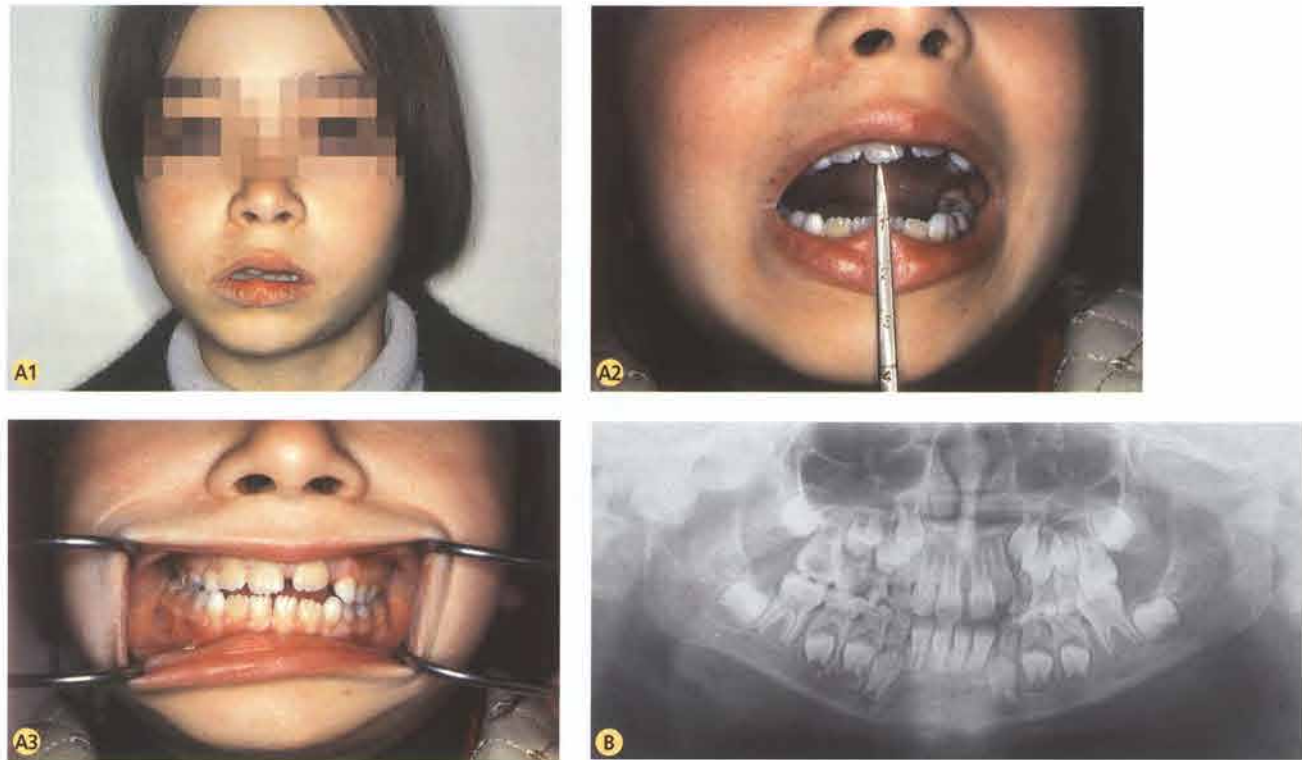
A1-A3. Paziente preintervento. Asimmetria del volto con laterodeviatura mandibolare destra associata a limitazione nel movimento di massima apertura della bocca e laterodeviatura della linea interincisiva inferiore dal lato dell'anchilosi. B. Ortopantomica preintervento. Sono visibili il blocco anchilotico a livello dell'articolazione temporo-mandibolare di destra e l'asimmetria mandibolare. C. Prima fase del trattamento: rimozione del blocco anchilotico. Pezzo operatorio. D1-D3. Seconda fase del trattamento con attivatore asimmetrico funzionale.
